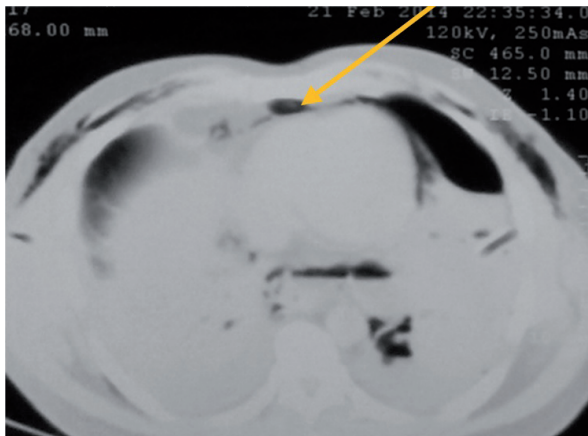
Tomografía T-A donde se observa mediastino prominente.
